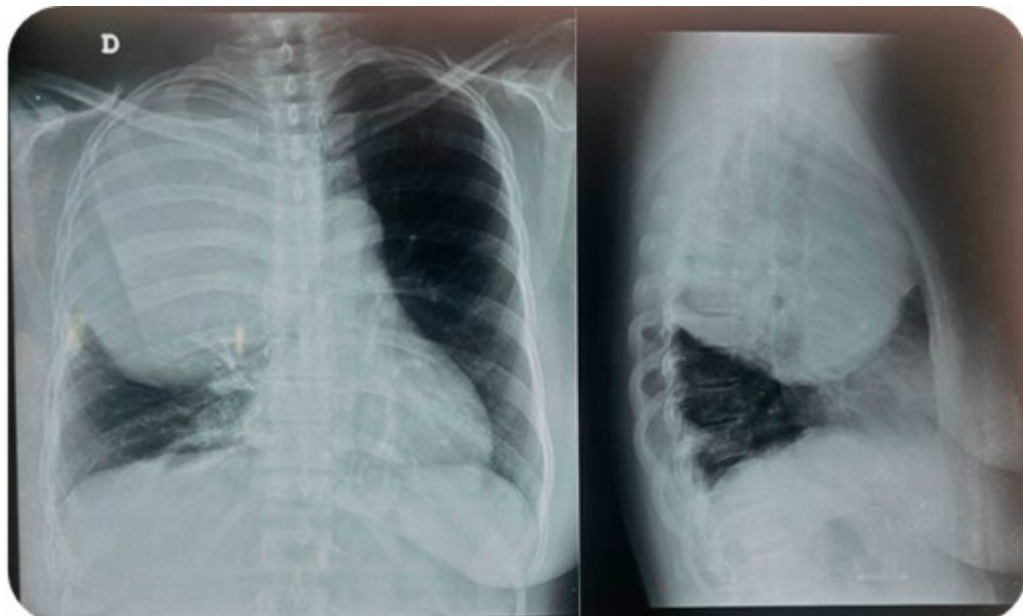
Radiografía posteroanterior y lateral de tórax gran LOE que compromete gran parte del campo pulmonar derecho.
